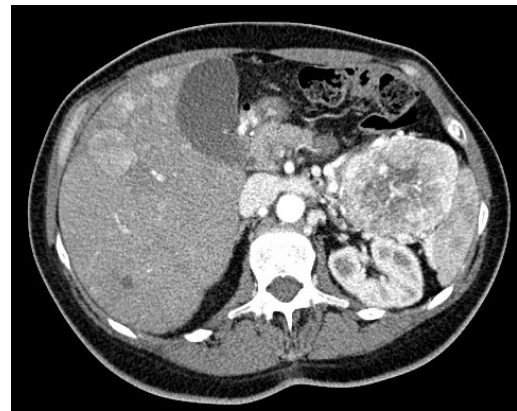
TC total body del paziente n.1
